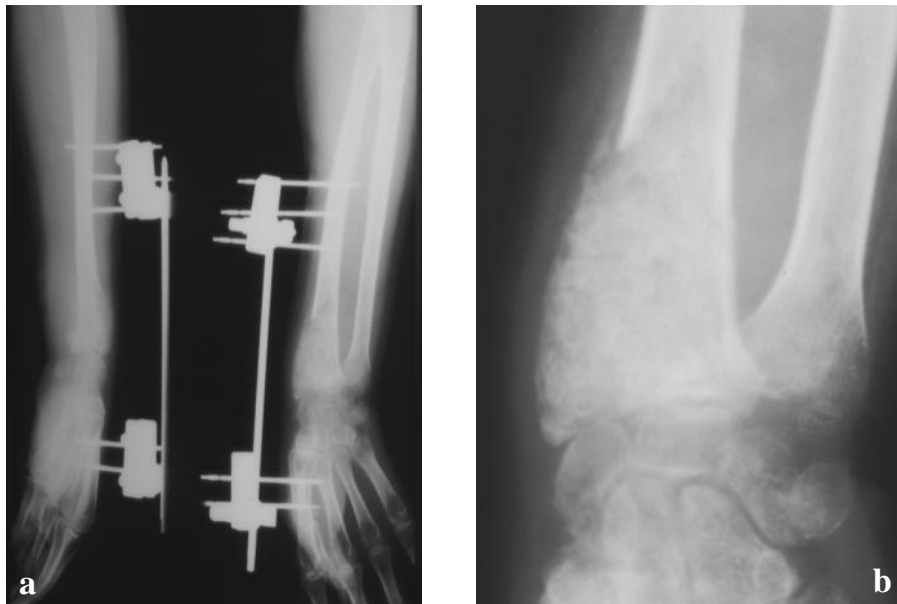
radiographie du poignet en face et en profil montrant le résultat après traitement par curettage comblement par de l'os spongieux.
